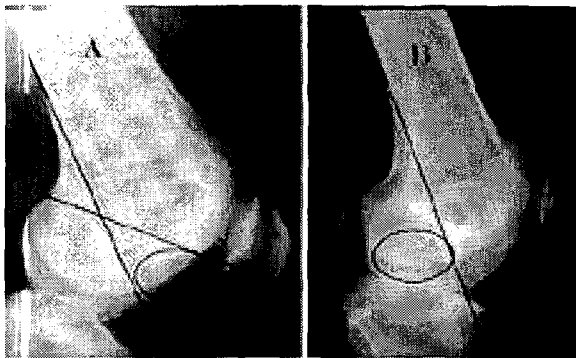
The location of lesion on the lateral X-ray. A. Medial condyle lesion is commonly located at the space between the line of posterior femoral cortex and Blumenstadt line (Harding's method). B. Lateral condyle lesion is located behind the line drawn along posterior cortex (Garrett's method).
